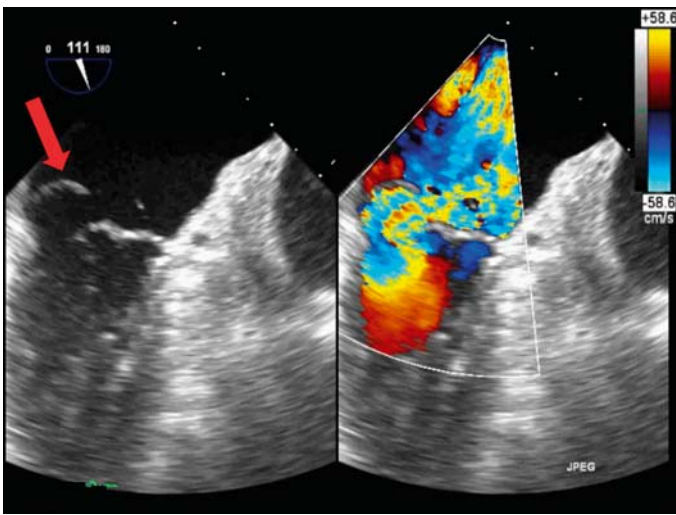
Prolapsus complet du segment P2 en échographie transœsophagienne bidimensionnelle (valve flottante ou *flail*) (flèche).
